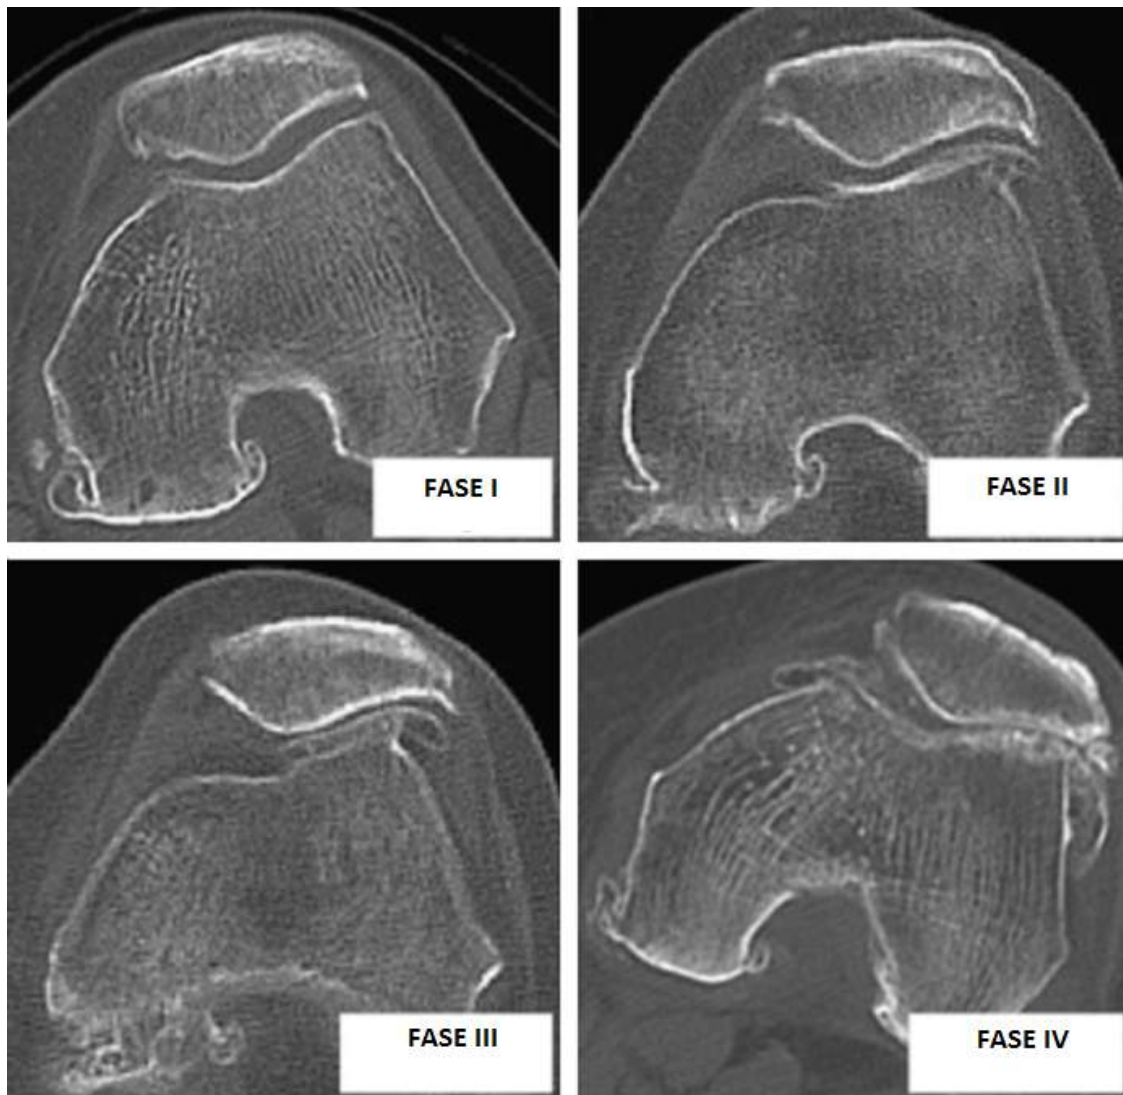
Diferentes fases de desenvolvimento de osteoartrite em imagens CT [22].
